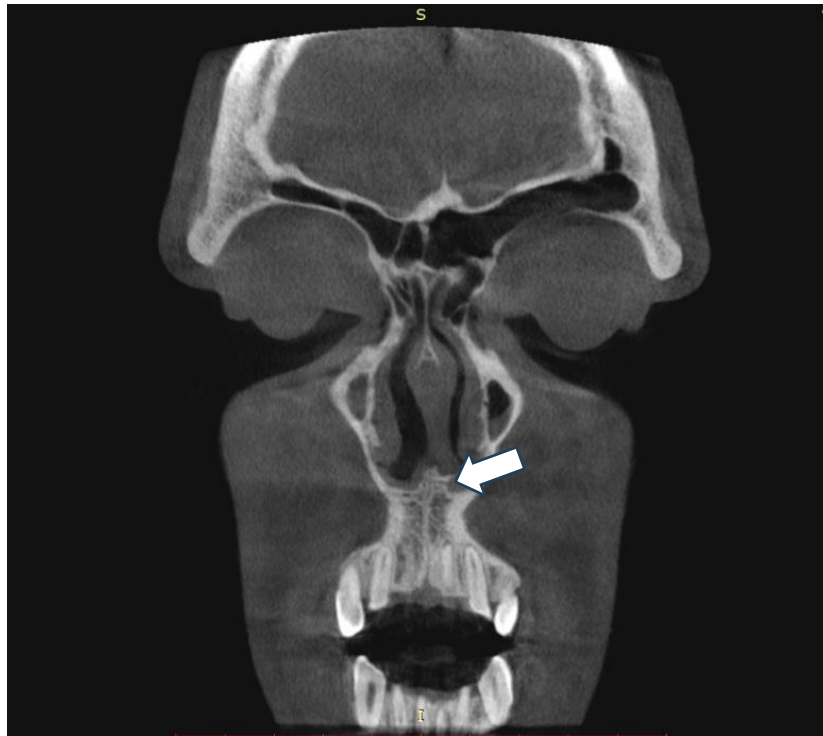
Компьютерная томограмма пациента А., 11 лет. Стрелкой указано искривление в хрящевом отделе перегородки носа влево
